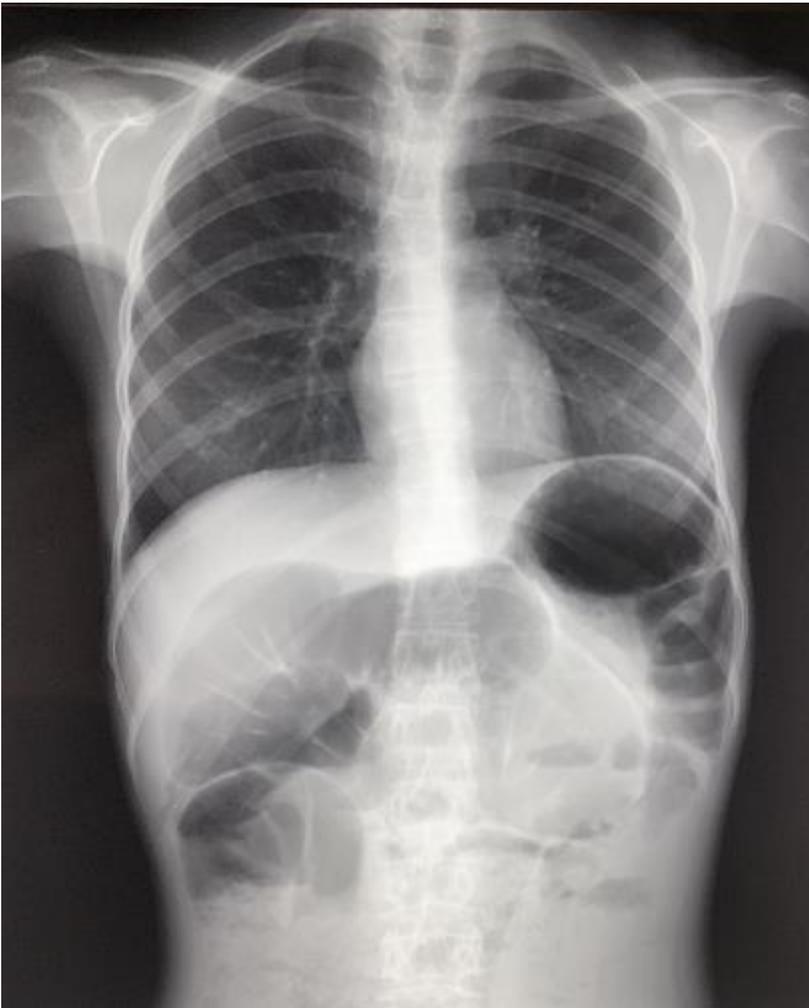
radiographie de l'abdomen sans préparation montrant une dilatation de l'estomac et du duodénum proximal
